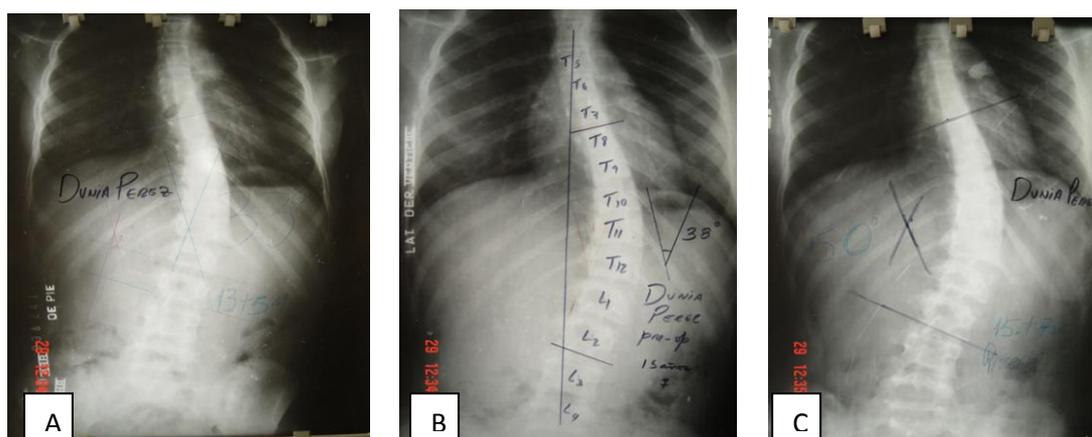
Radiografías AP de una paciente de 13 años de edad. A, B y C: percíbase la secuencia de la evolución preoperatoria de la deformidad, la cual, evolucionó progresivamente de 33° inicialmente hasta 50°.
